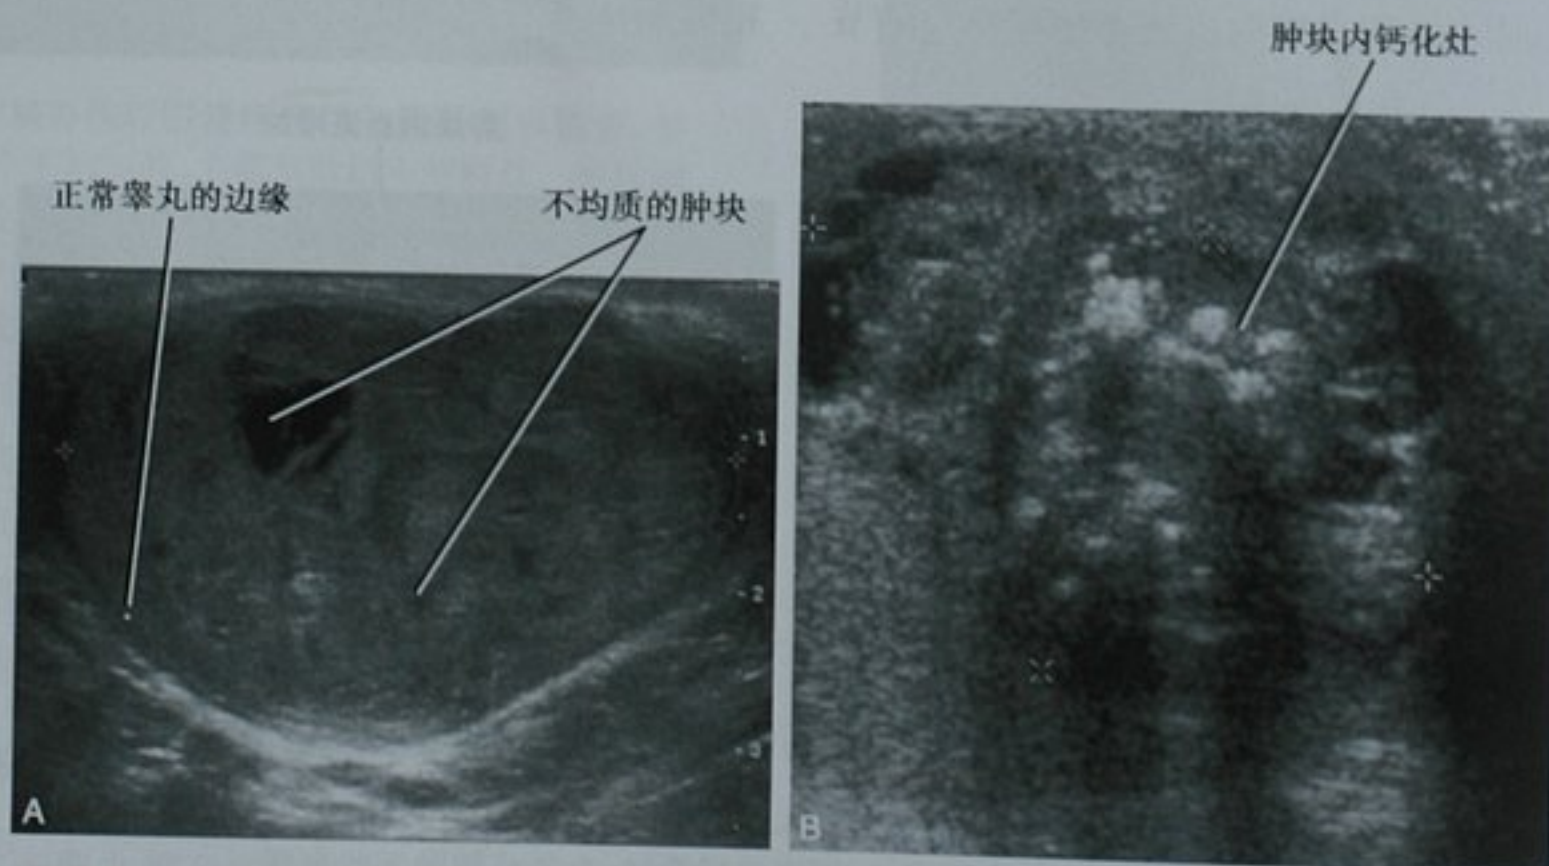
非精原细胞瘤型生殖细胞瘤的超声表现。A. 睾丸矢状位超声图像显示已确诊的混合型生殖细胞瘤内不均匀的软组织;B. 另一例高级别非成熟性畸胎瘤患者的超声图像显示了具有钙化灶的不均匀肿块
